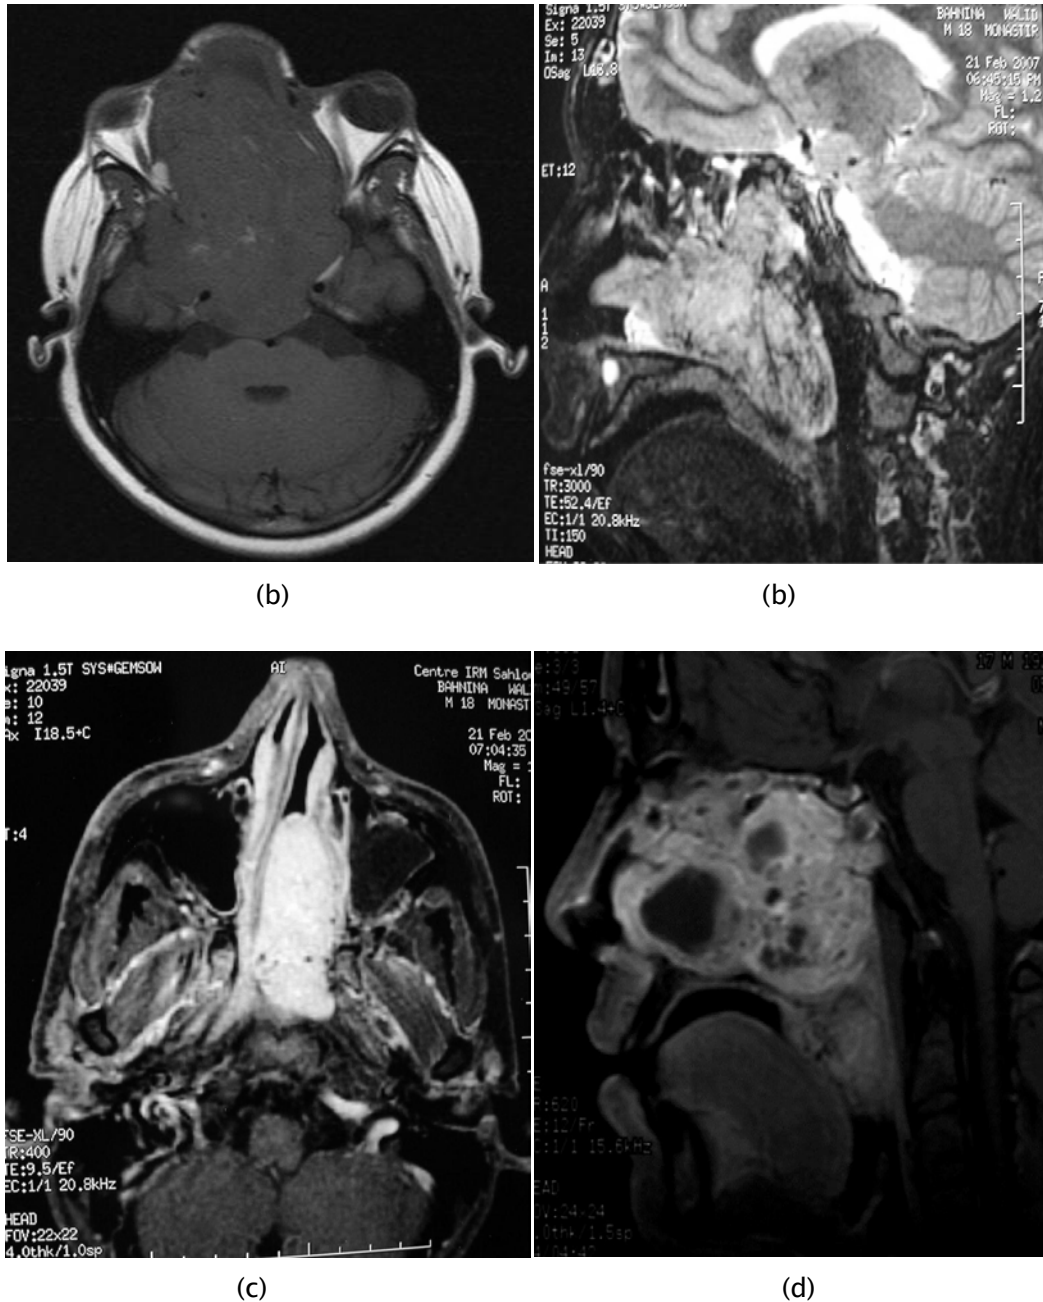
IRM des patients différents :
